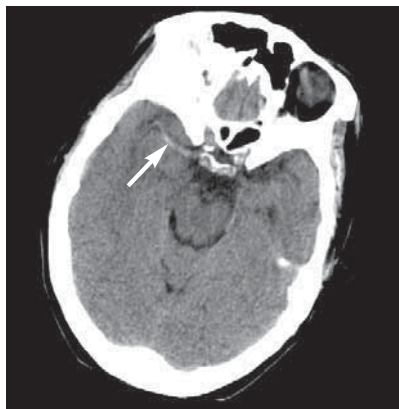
Ишемический инсульт. Признак «повышения плотности СМА». На этой неконтрастной КТ правая СМА имеет очень высокую плотность (*стрелка*), что обусловлено наличием внутрисосудистого тромба.
